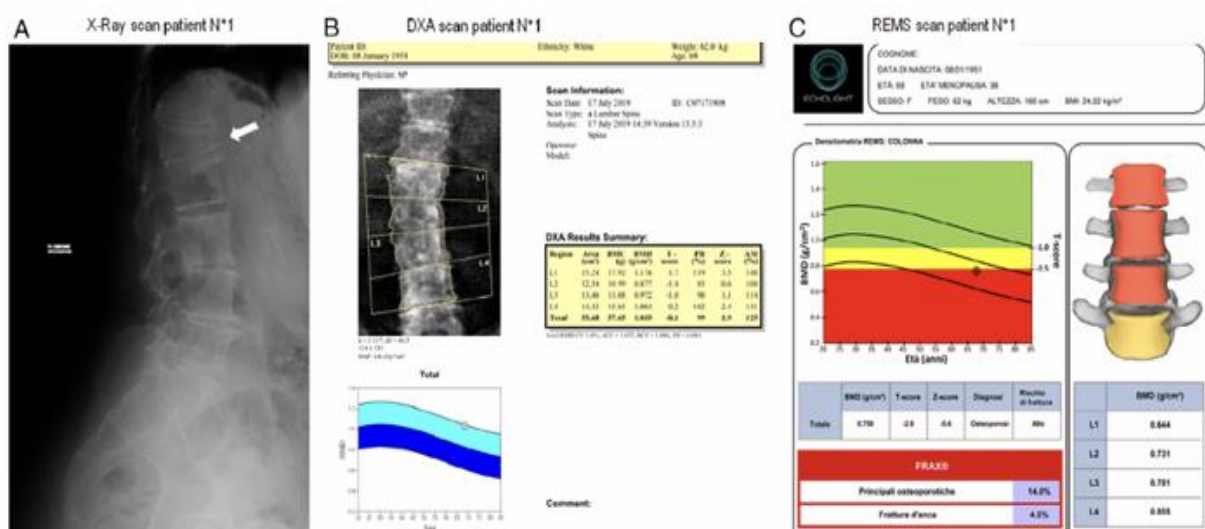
Caso Clínico: A- Radiografia da Coluna Lombar Lateral; B- DMO avaliada pela DXA; C- DMO avaliada por REMS, retirado de Tomai Pitinca et al., (2021)
